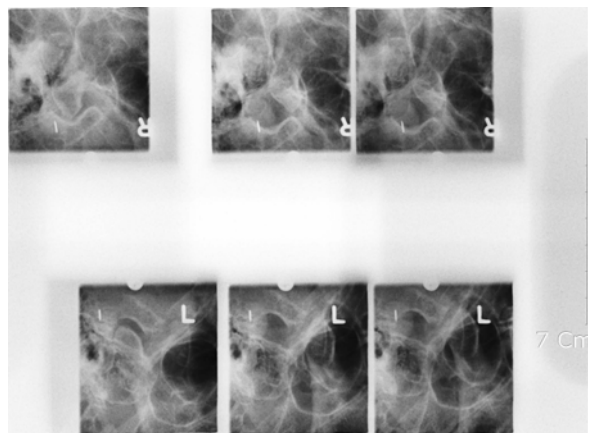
Case 2. Transcranial radiographic image
